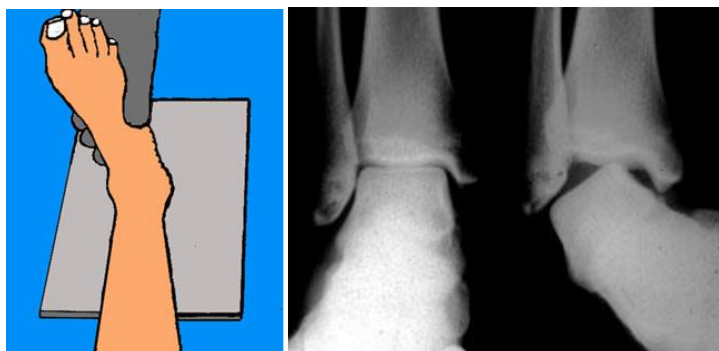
Radiografie de față a gleznei în poziție de varus forțat
